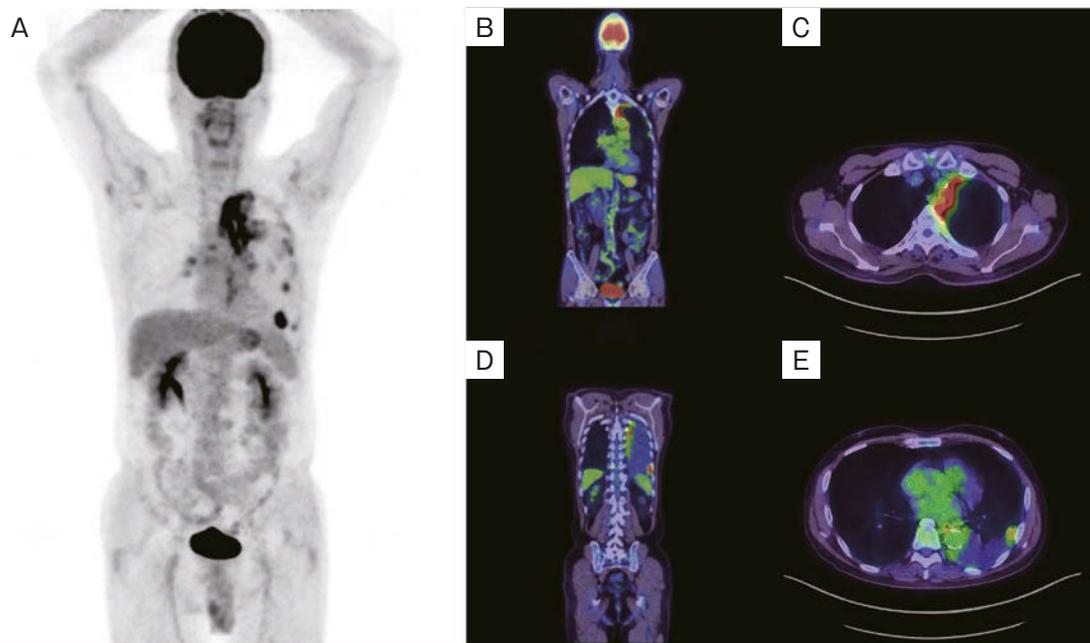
PET-CT. (A-E) The tumor involves a mediastinal organ and is unresectable.
